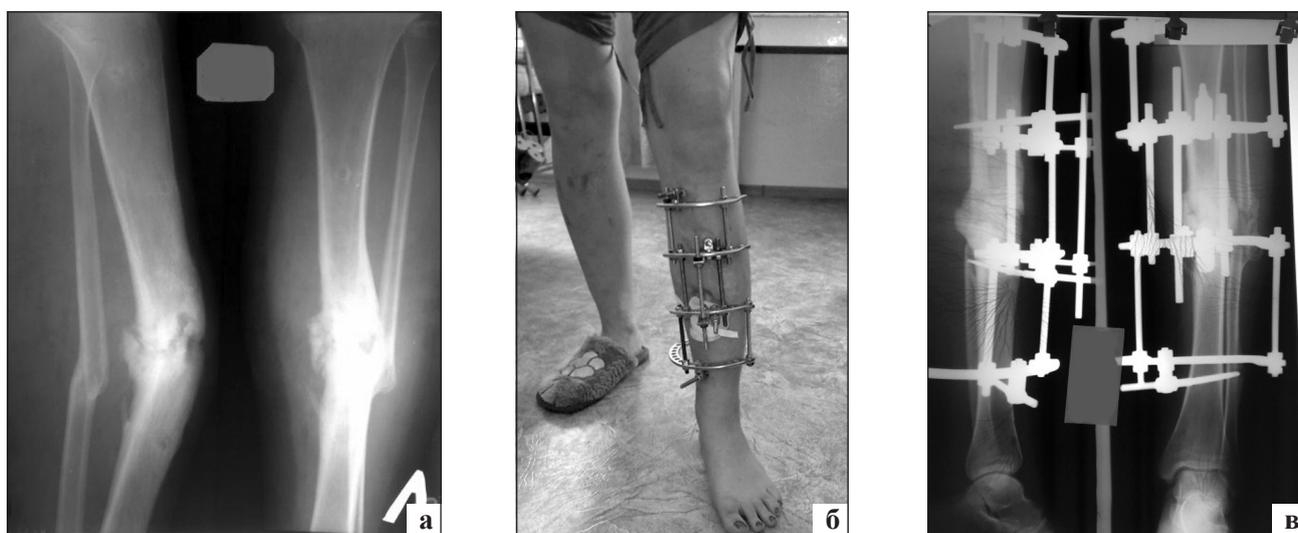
Фотографии рентгенограмм и конечности больной М.: а) до операции; б, в) через 3 мес. после операции
